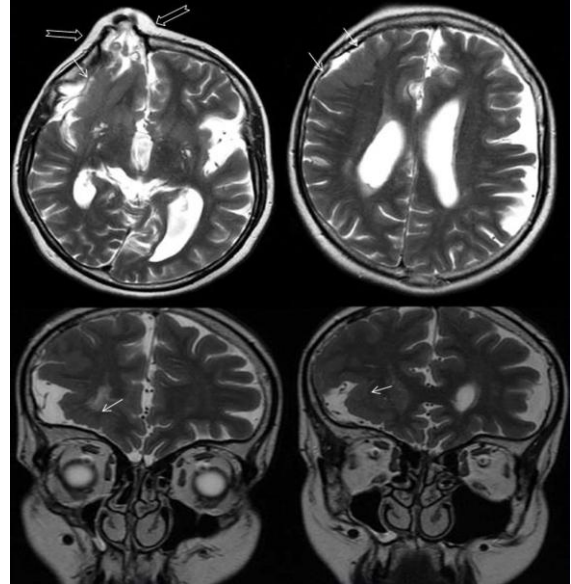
24 yaş kız hasta parsiyel kommissural agenezisi (açık oklar), bilateral perisingulat polimikrogiri (oklar) (Üst sıra: aksiyel T2 ağırlıklı MRG, alt sıra: sagittal T2 ağırlıklı MRG)
